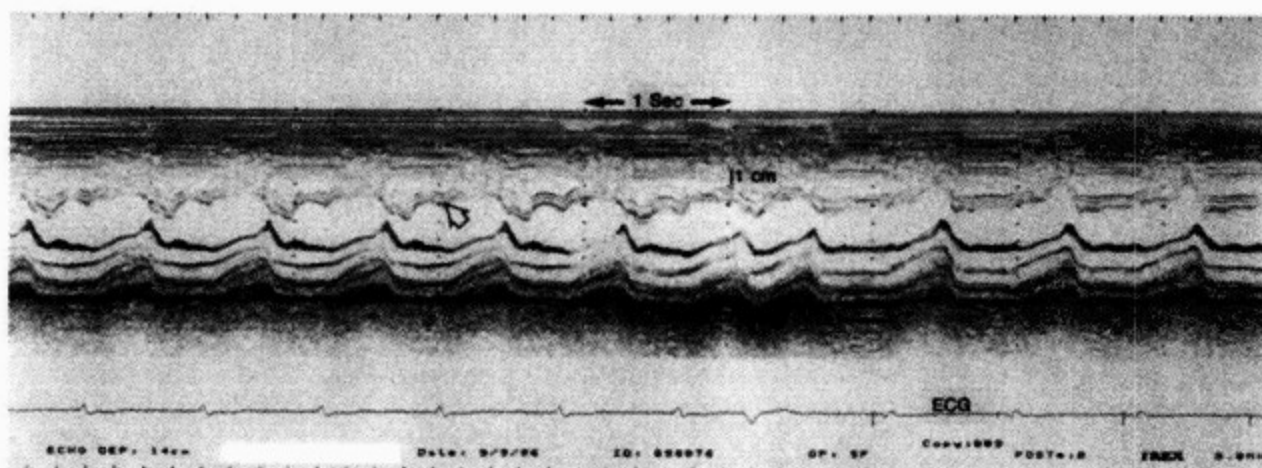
一缩窄性心包炎患者的 M 型超声心动图
